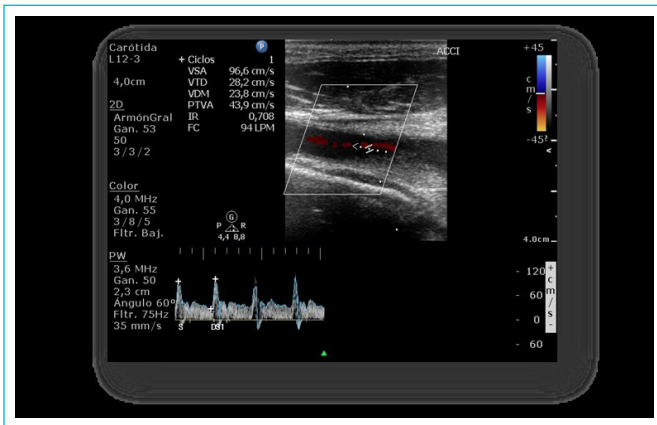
Doppler Arterial de Vasos de cuello: el análisis de la onda espectral mostró un flujo anterógrado laminar con velocidades dentro de límites normales.
